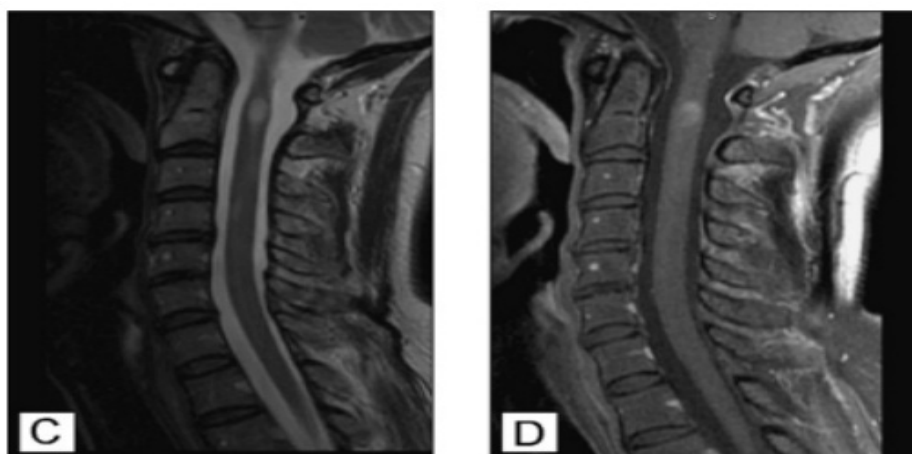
L'IRM médullaire (133)
